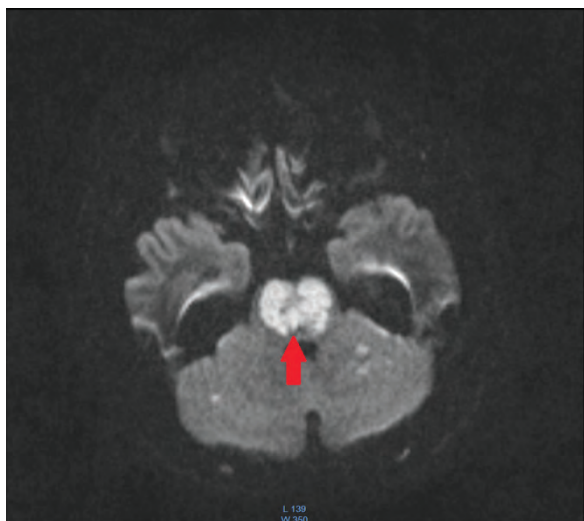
Пациентка Р, 21 год. Магнитно-резонансная томография головного мозга, диффузионно-взвешенное изображение, Б-фактор 1000. Зона острой ишемии (стрелка) в области варолиева моста
